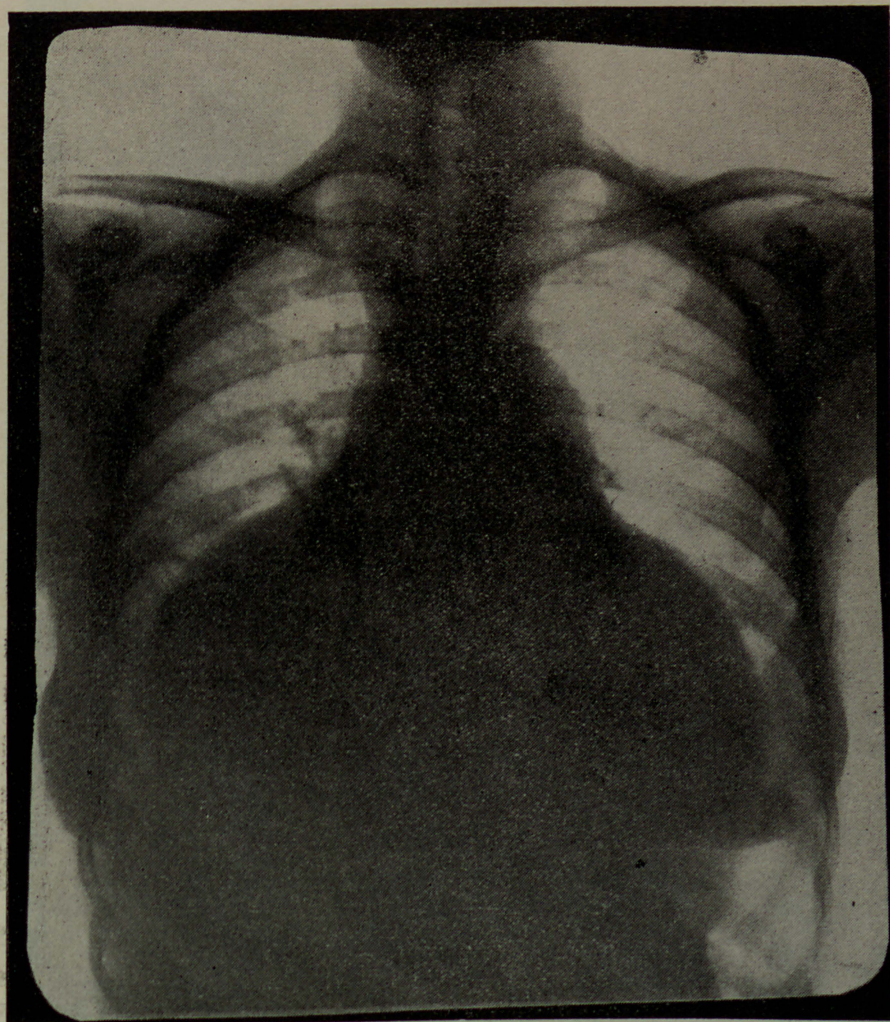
Legenda das fig. 1, 2, 3: Radiografias em PA, OAD e OAE que evidenciam o considerável aumento simétrico, bi-lateral da sombra cardíaca, o encurtamento do pedículo vascular e a falta de congestão pulmonar
